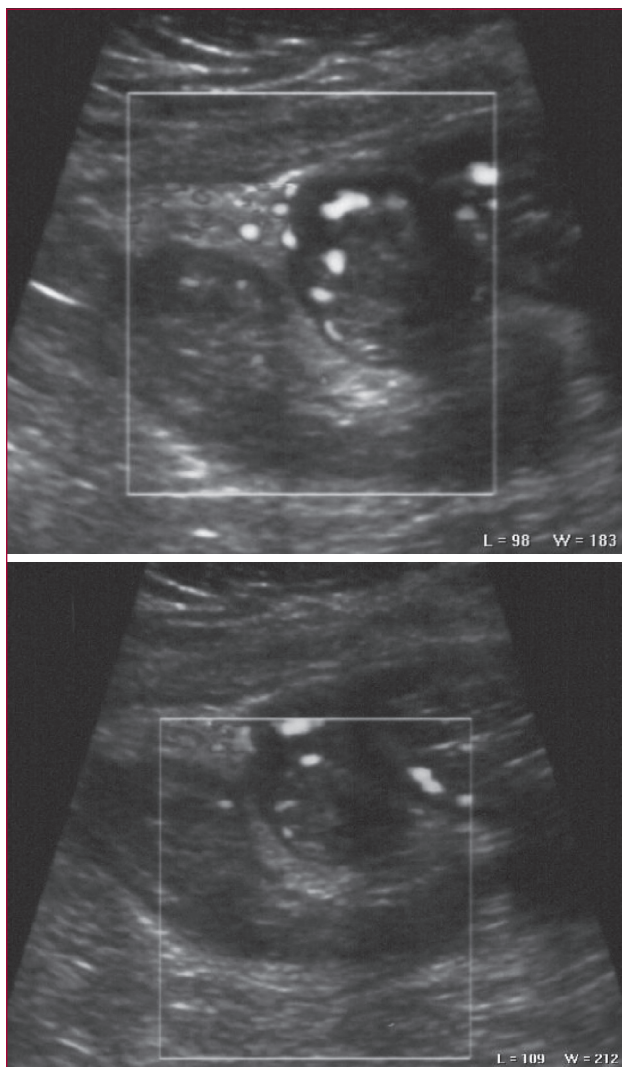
Aspect Doppler de la paroi inflammatoire sur le grêle.
